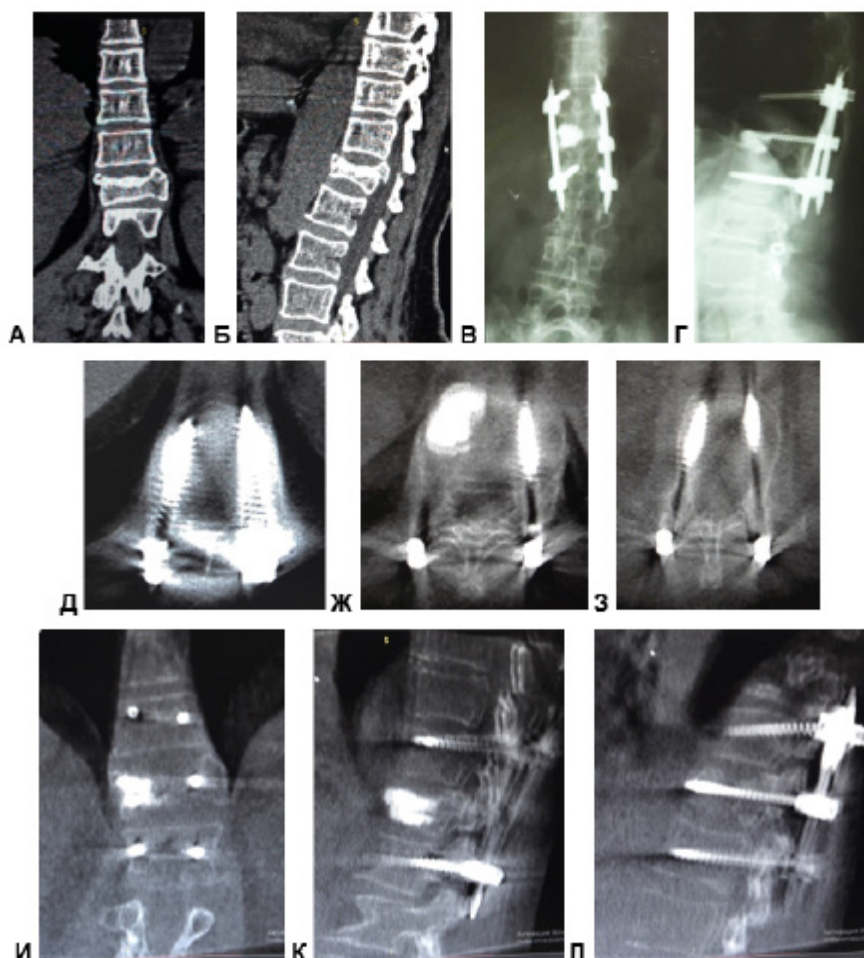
А – фронтальная реконструкция КТ до операции, Б – сагитальная реконструкция КТ до операции; O-arm снимки – Д, Ж, З – аксиальные снимки, И – фронтальная реконструкция, К – сагитальная реконструкция слева, Л – сагитальная реконструкция справа
